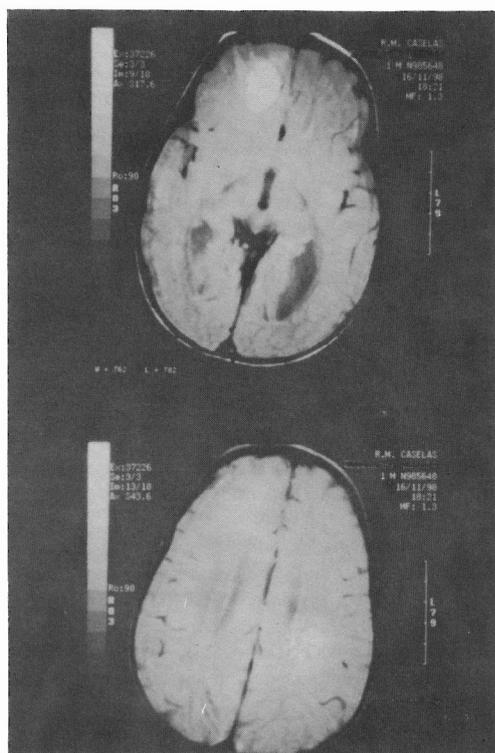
Imagens de ressonância magnética do doente (cortes axiais; imagens ponderadas em T2) que mostram as duas malformações cavernosas, frontal direita (imagem superior) e parietal esquerda profunda (imagem inferior). São bem visíveis o halo envolvente, de sinal hipointenso, correspondente a hemossiderina e o centro hiperintenso, reticulado, representativo de hemorragia recente (metahemoglobina), imagens características destas lesões.
